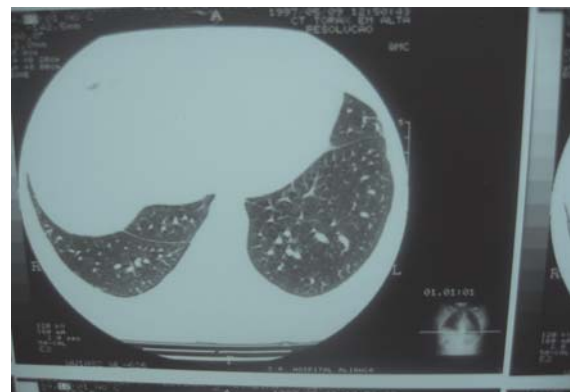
Síndrome do pulmão encolhido: corte inferior de tomografia computadorizada de tórax não evidenciando alteração intersticial
